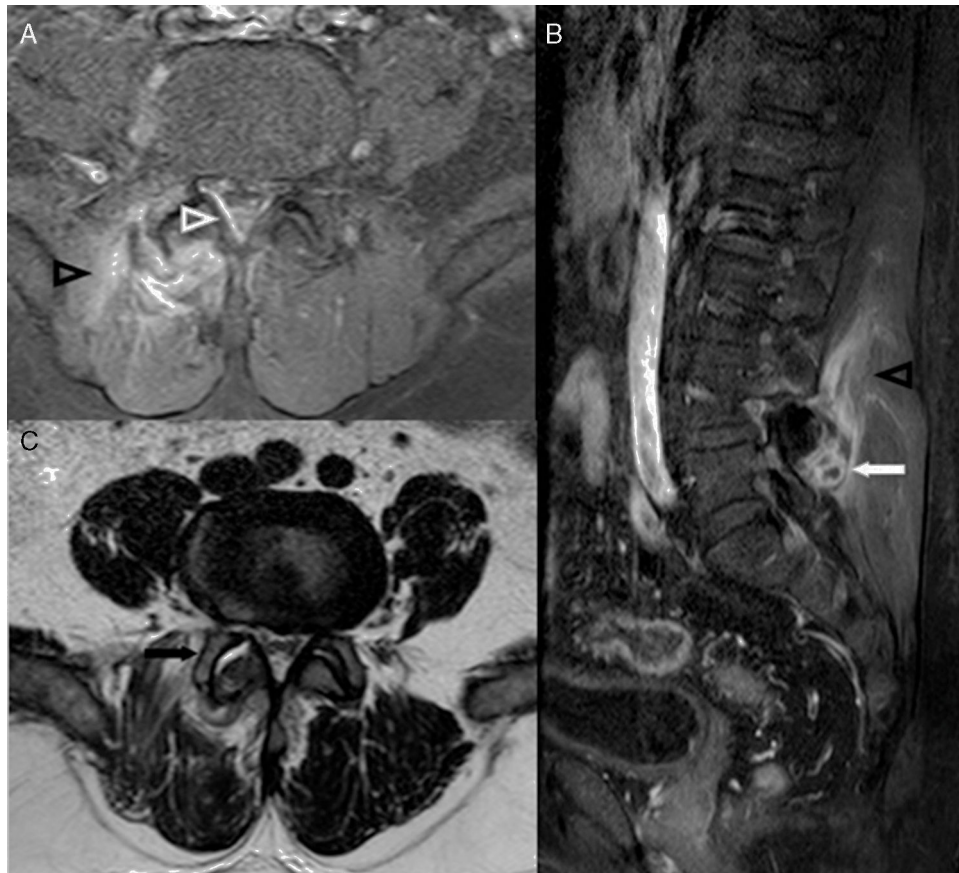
Estudio de resonancia magnética de la columna lumbar compatible con una artritis séptica facetaria L4-L5 derecha. Imagen axial (A) y sagital (B) potenciadas en T1 con supresión grasa y contraste intravenoso. Imagen axial (C) potenciada en T2. Se identifica derrame articular (flecha negra) y una pequeña colección (flecha blanca) localizada posterior a la articulación facetaria. La musculatura paraespinal adyacente presenta cambios inflamatorios (puntas de flecha negras). En el espacio epidural posterior y lateral derecho se identifica un engrosamiento y realce de contraste (punta de flecha blanca), por meningitis focal adyacente.
